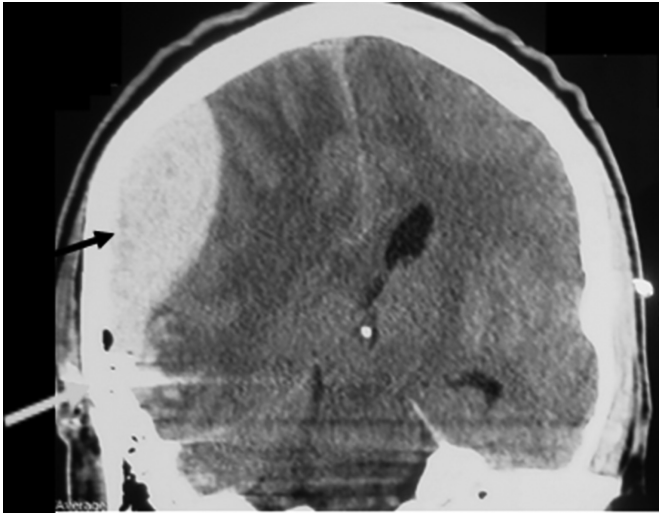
Корональний зріз МСКТ пораненого з непроникаючим поодиноким уламковим сліпим черепно-мозковим пораненням, дірчастим переломом правої скроневої кістки (сірою стрілкою вказано уламок у дірчастому каналі, чорною стрілкою вказана епідуральна гематома).
